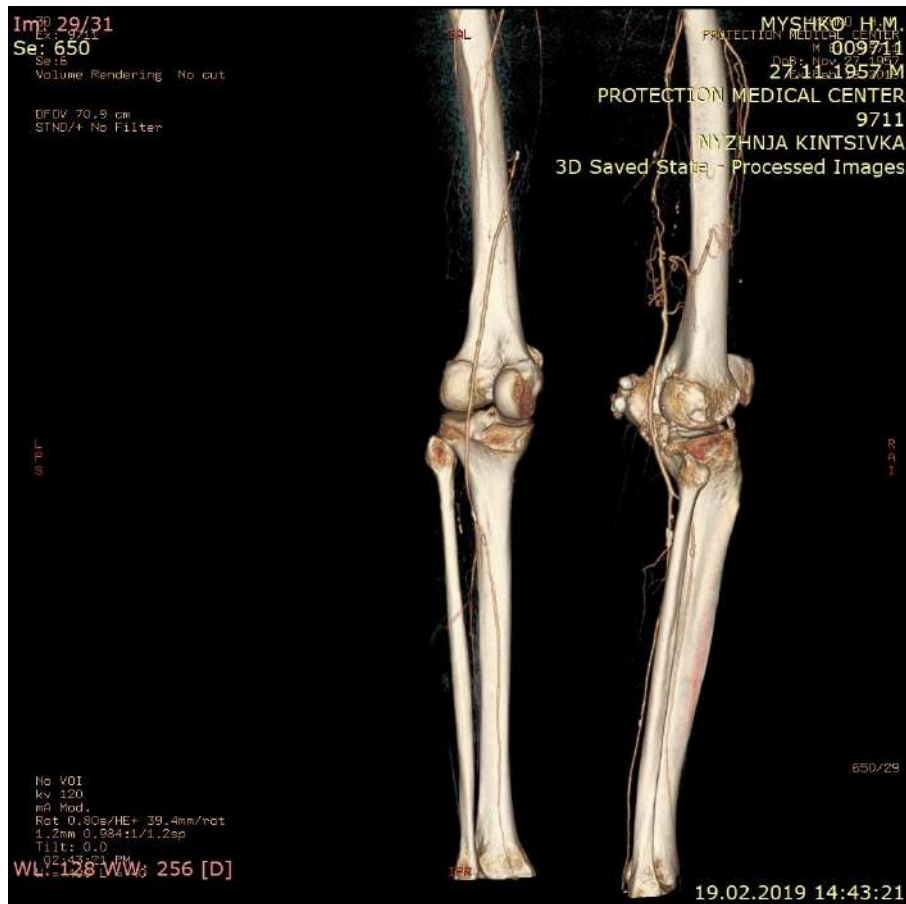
МСКТ-ангіографія аорти та артерій нижніх кінцівок. У підколінно-гомільковому сегменті з обох сторін прохідні підколінні артерії. Візуалізовано низхідну артерію коліна, як дистальний відділ колатеральної системи ГАС.
